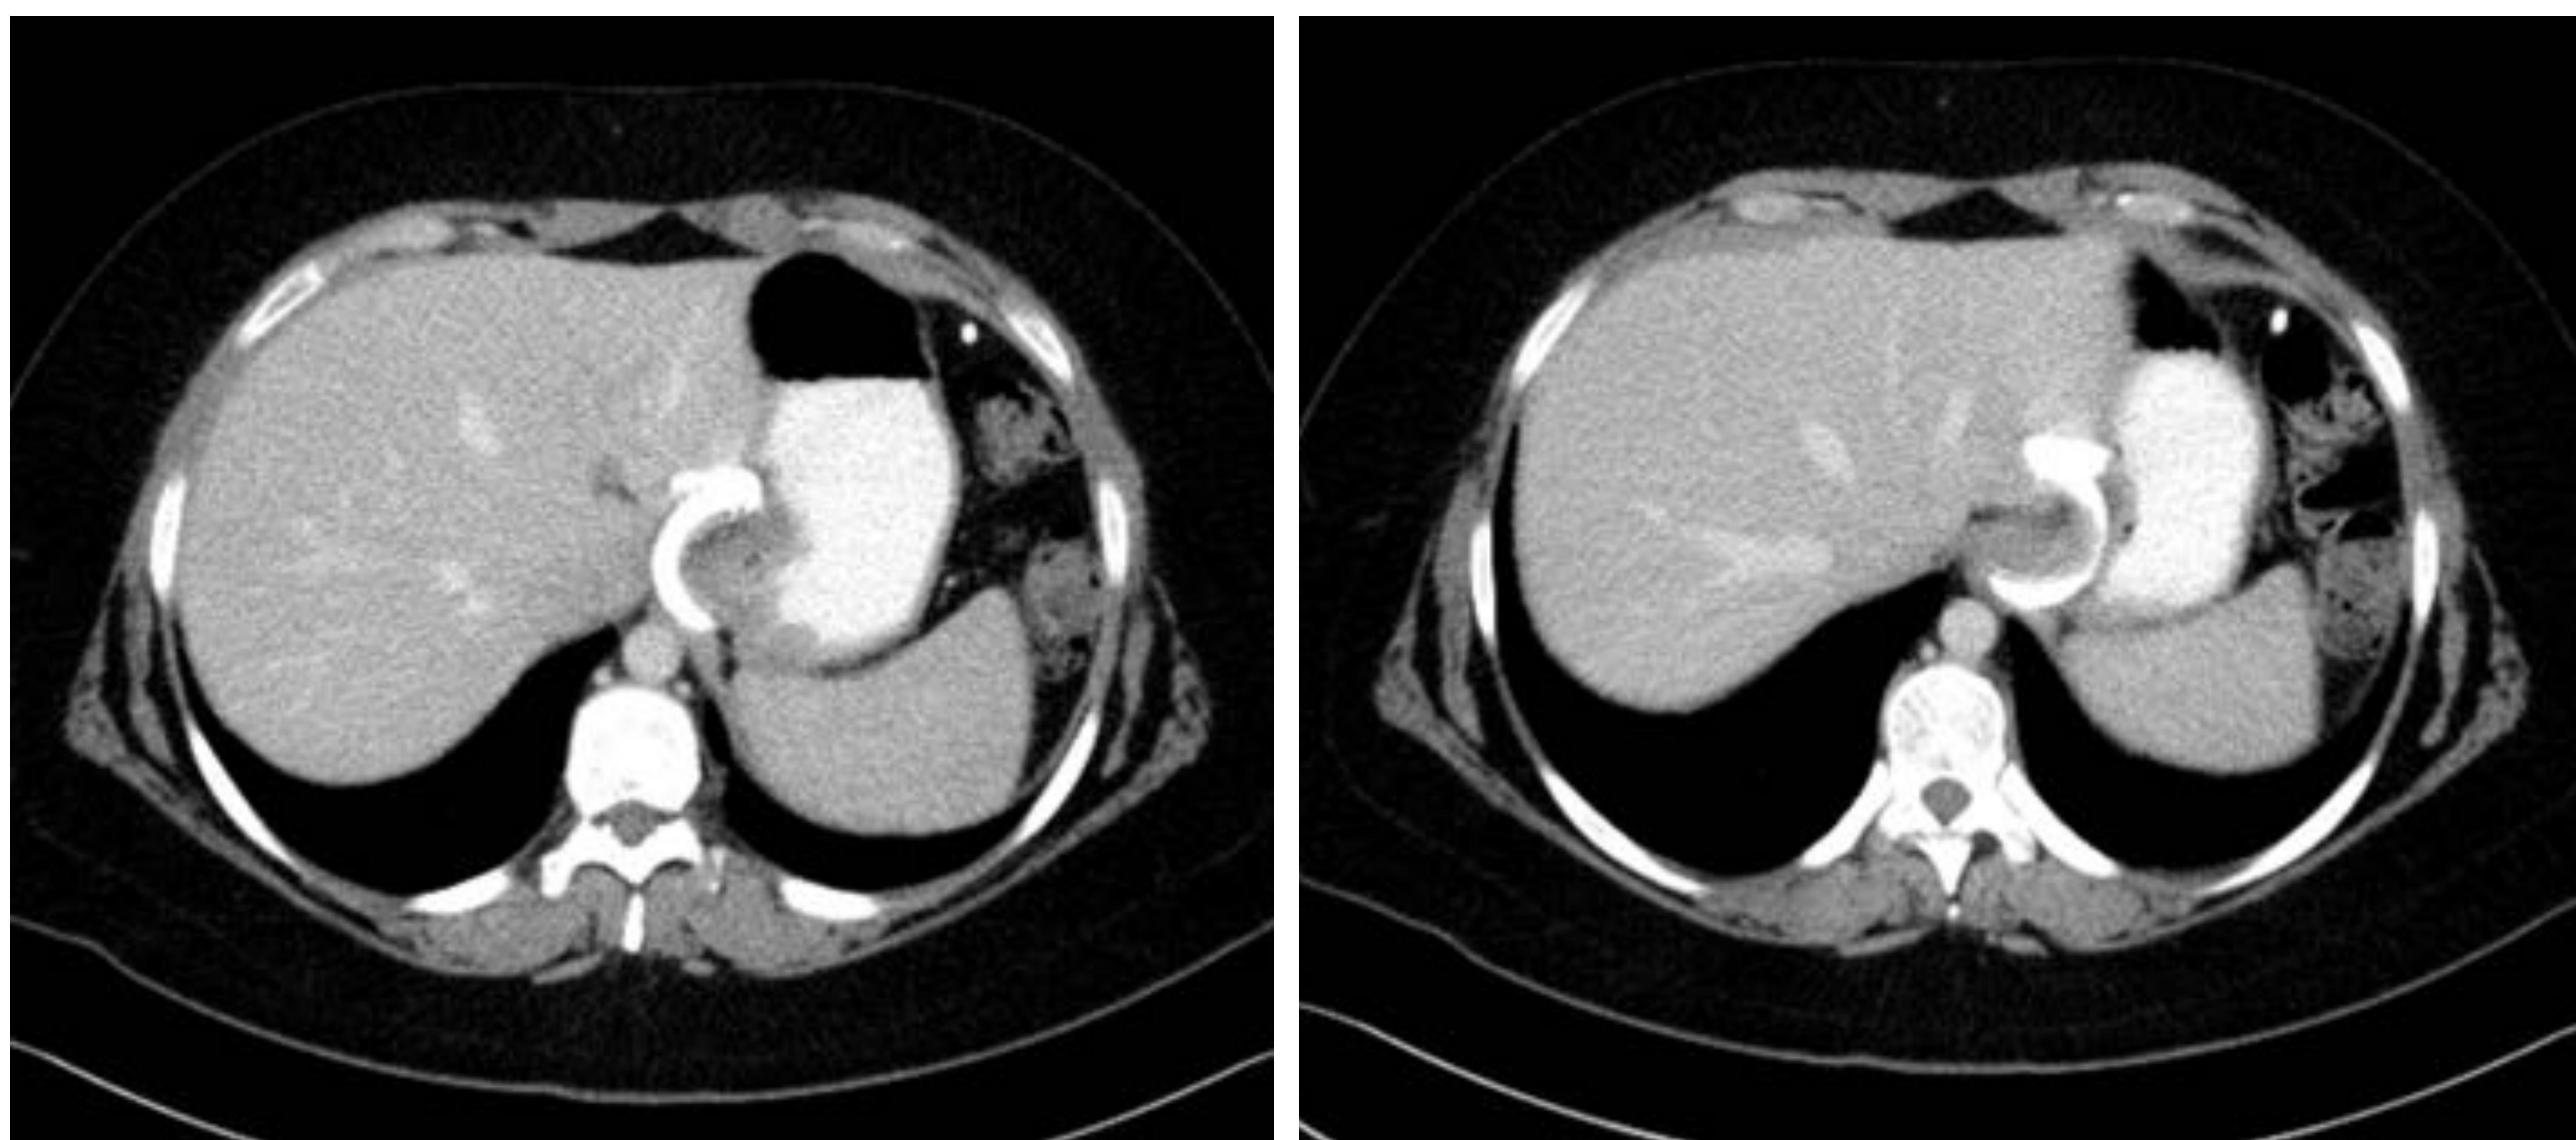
TC de abdomen con administración de contraste IV ante sospecha de complicación.
